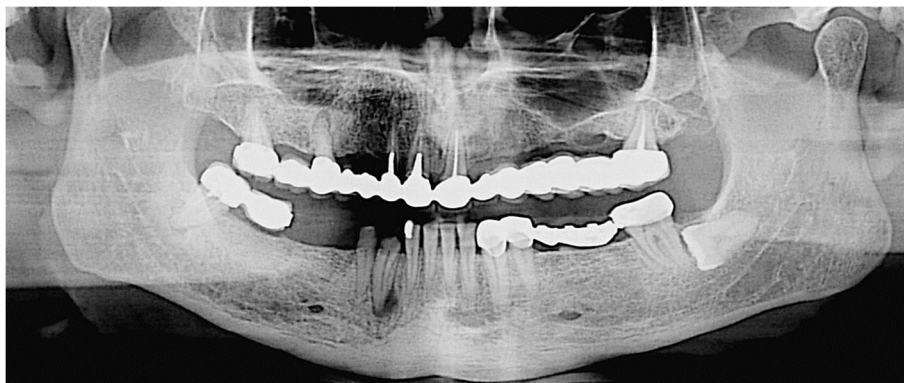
Пацієнт В., ортопантомограма: втрата опорних зубів – 1-й квадрант, дефекти мостоподібних протезів – 3-4 квадранти
